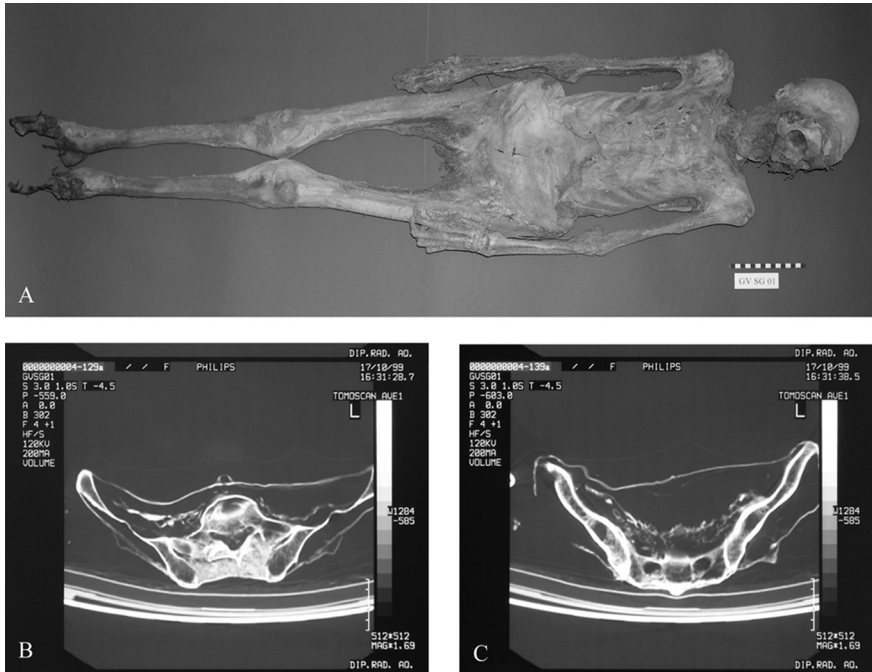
La mummia di Goriano Valli (A); immagini TAC che evidenziano una neoformazione di carattere tumorale a livello della cavità addominale (B-C).
